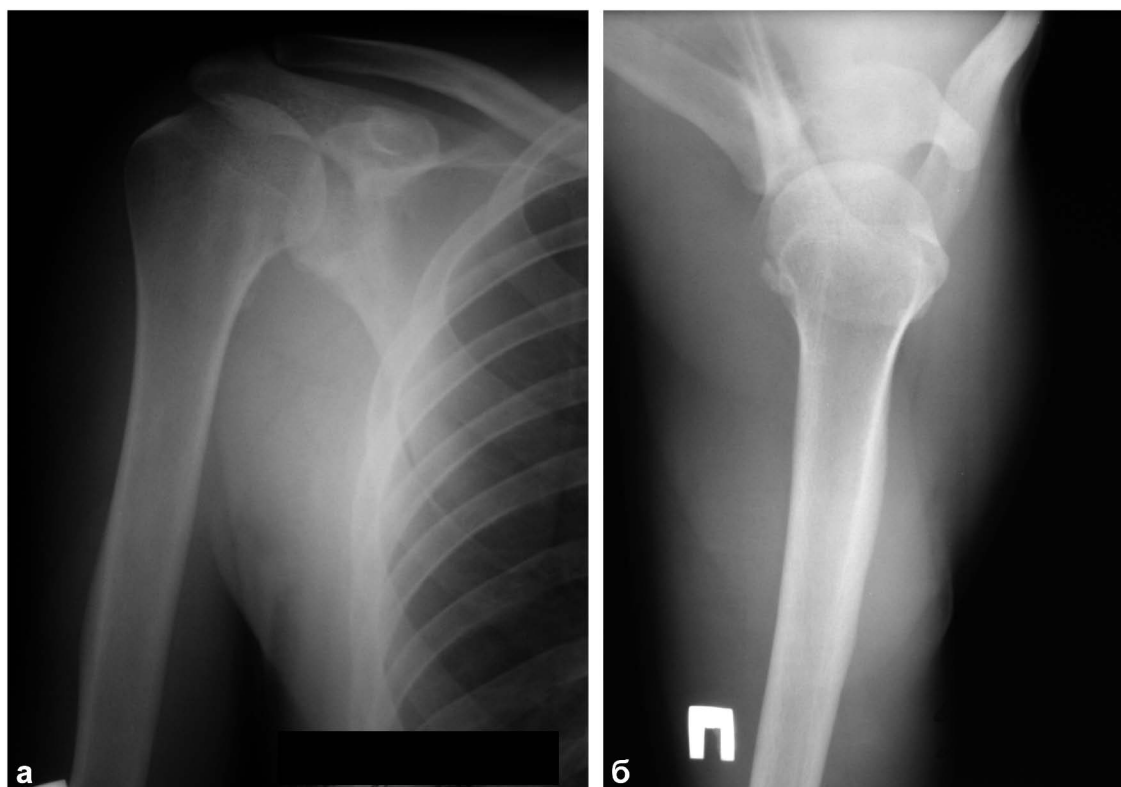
Рентгенограммы пациента А. (в прямой и аксиальной проекции) до операции.
